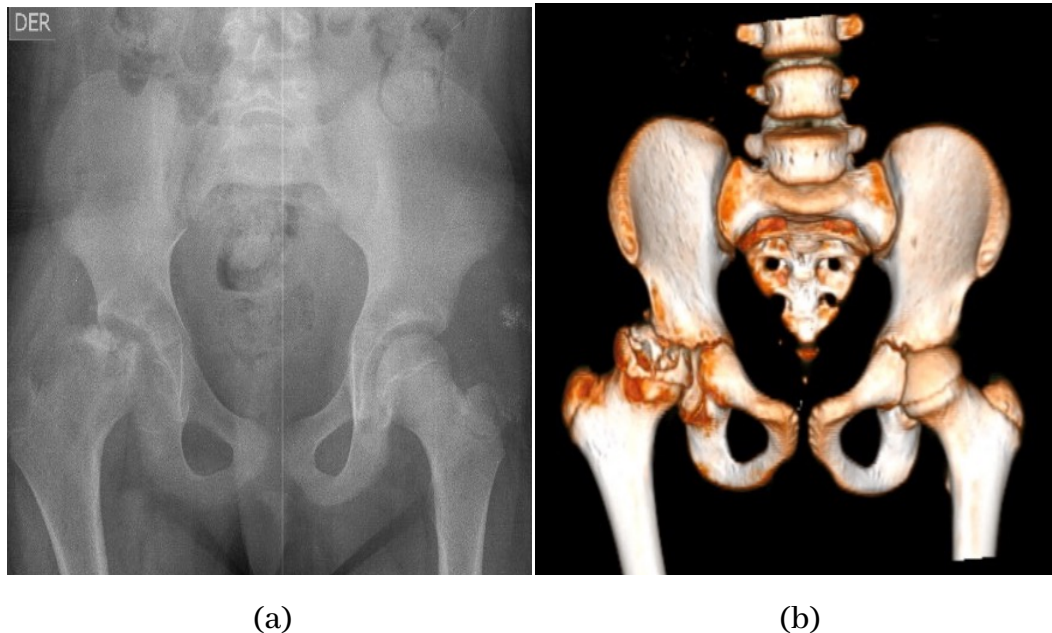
Estudios de imágenes complementarios (a) Radiografía de Cadera comparativa AP y axial: Se observa hipoplasia y erosión de la cabeza del fémur derecho con luxación de articulación femoro-acetabular; (b) Tomografía axial computarizada de cadera con reconstrucción en 3D: Disminución del contorno de cabeza femoral derecha
